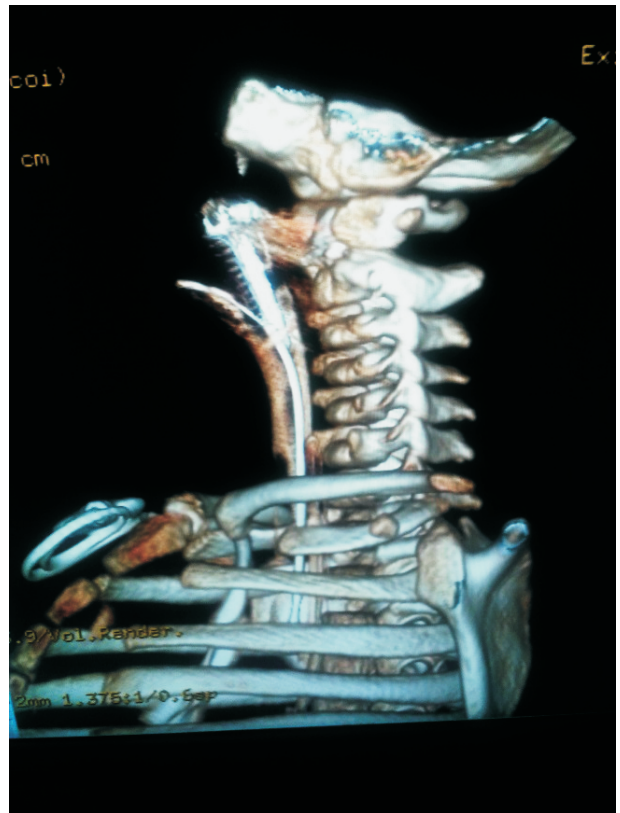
TAC de Cuello y Tórax con reconstrucción 3D CT Color incidencia lateral.
